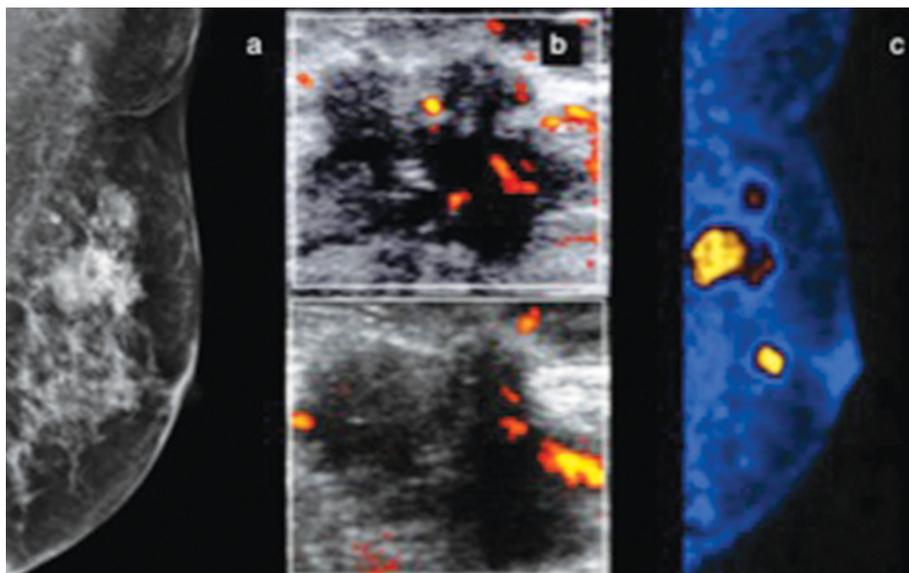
Mujer de 70 años con masa palpable izquierda y retracción cutánea. a) Mastografía digital; masas irregulares espiculadas en el cuadrante superoexterno con calcificaciones pleomórficas: BI-RADS 5. b) US Doppler: muestra presencia de vascularidad central. c) PEM: se corroboran lesiones hipercaptantes y se identifican otras masas hipermetabólicas en el mismo cuadrante, LTB 10.19. Diagnóstico de multifocalidad. Fotografía: Servicio de Medicina Nuclear.
